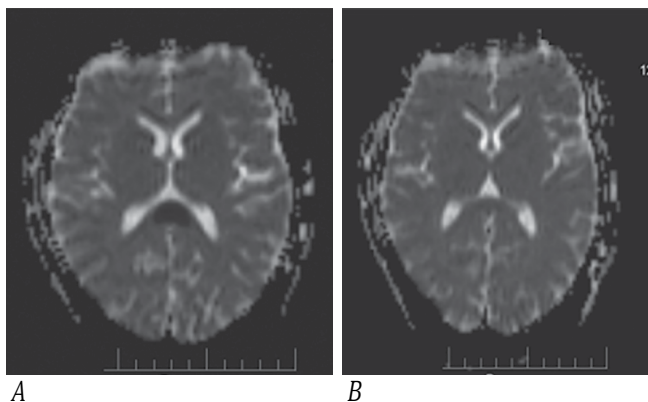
МРТ пациента А. на ADC карте.
